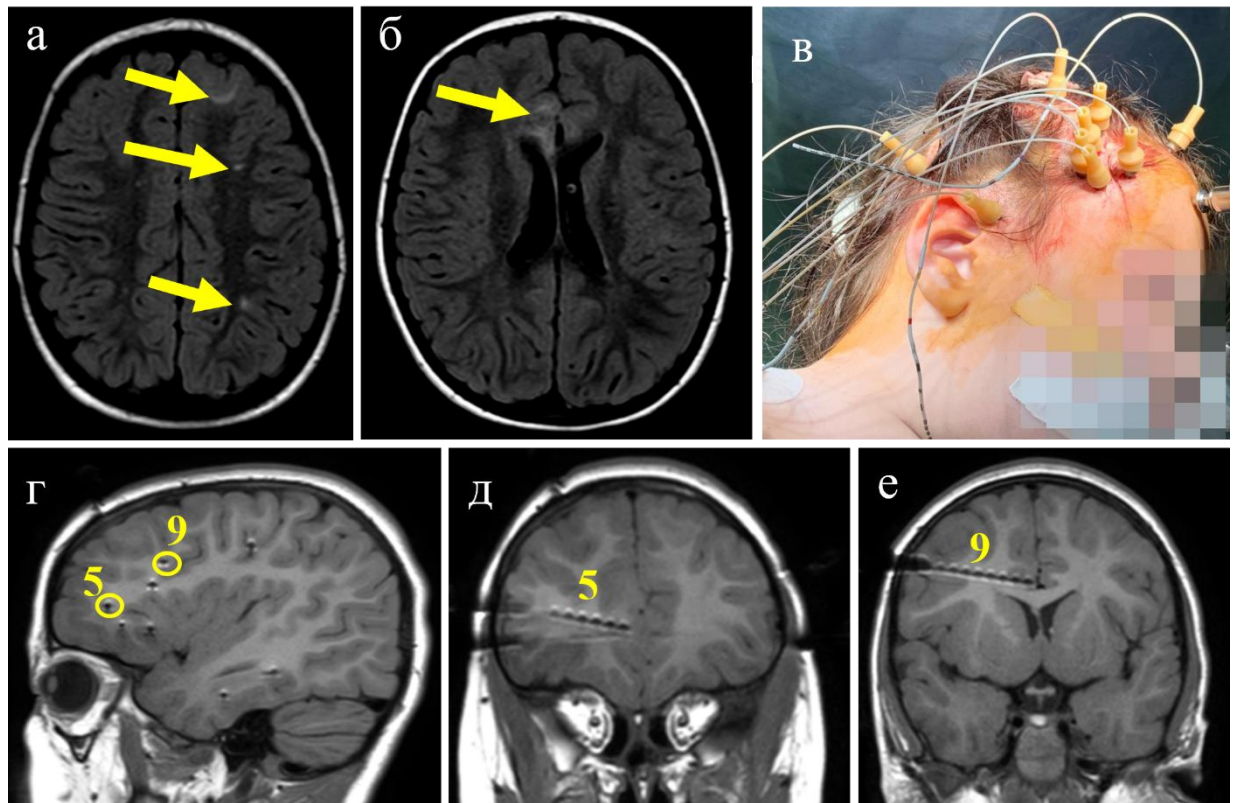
Предоперационное обследование: (а, б) на МРТ головного мозга в T1 FLAIR режиме выявлены билатеральные туберы (указаны стрелкой); (в) имплантированы глубинные электроды; (г-е) МРТ контроль на первые сутки, цифрами указаны электроды участвующие в инициации иктального паттерна [собственное наблюдение]
